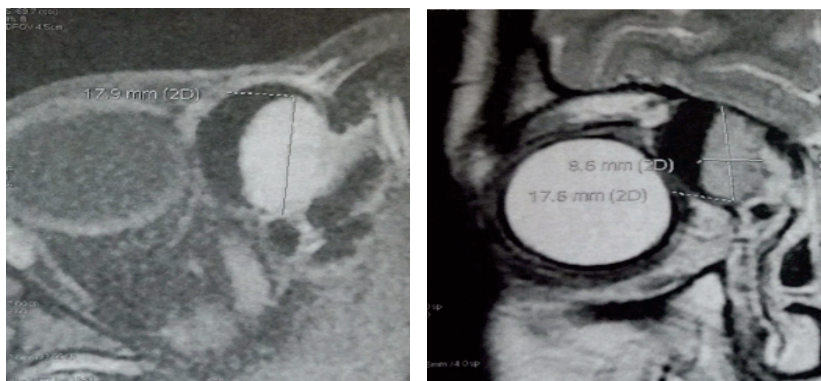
IRM en coupe axiale et coronale montrant l'ostéoblastome frontal à extension intra orbitaire (mesurant 17,9 x 17,6 x 8,6 mm). Signal non spécifique.
